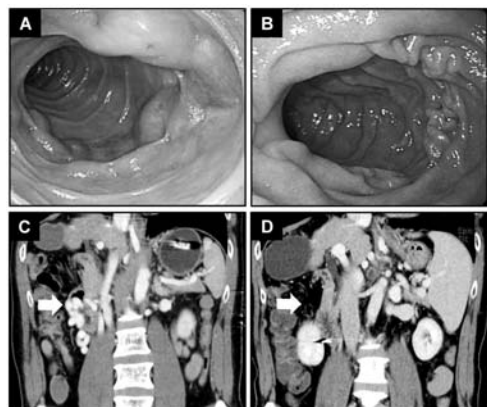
Follow-up EGD (A ; on admission, B ; 6 months after B-RTO) and dynamic CT (C ; on admission, D ; 6 months after B-RTO)
